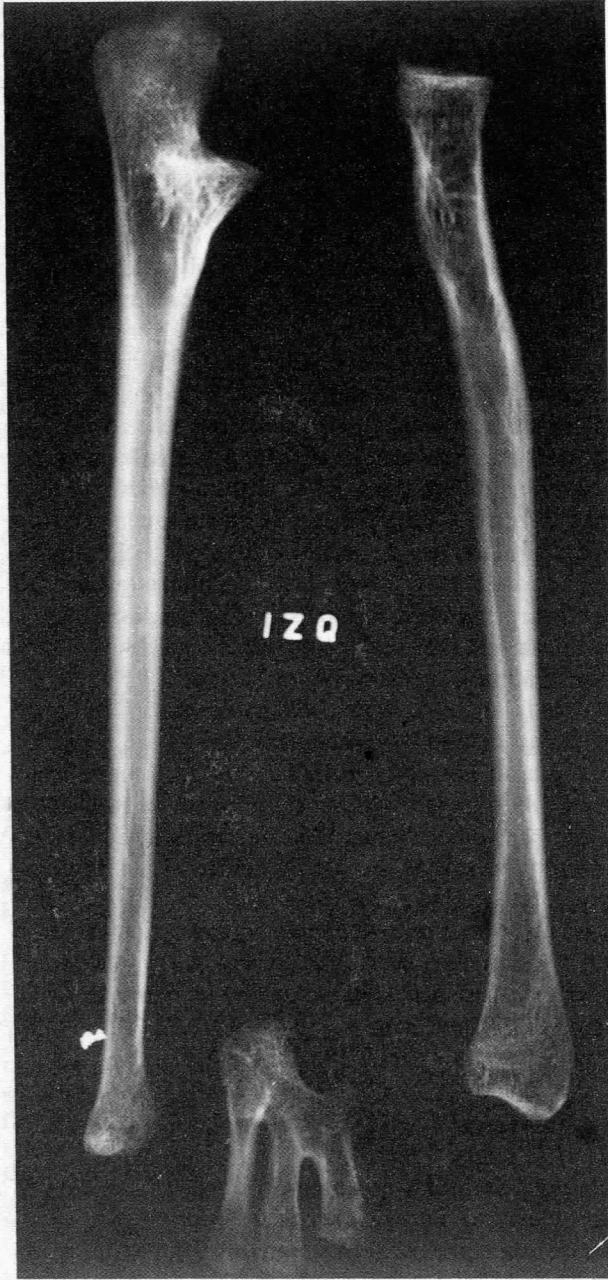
Radiografía que ilustra la fusión de los metacarpios izquierdos.
